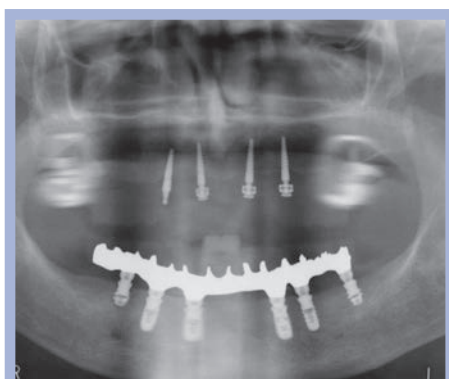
Immagine radiografica di riabilitazione inferiore a carico immediato "All-on-Six" (controllo ad 1 anno). Due impianti corti costituiscono i pilastri distali della riabilitazione
